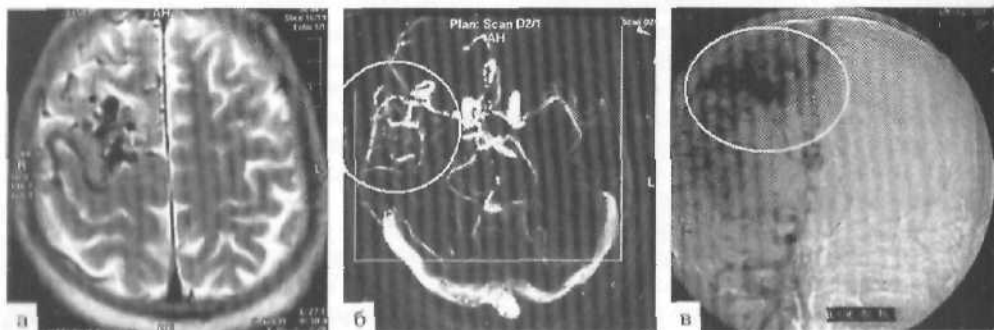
Визуализация АВМ конвексительных отделов правой лобной доли. а — МРТ в T_2 -режиме; б — МРТ-ангиография; в — дигитальная субтракционная ангиография.
